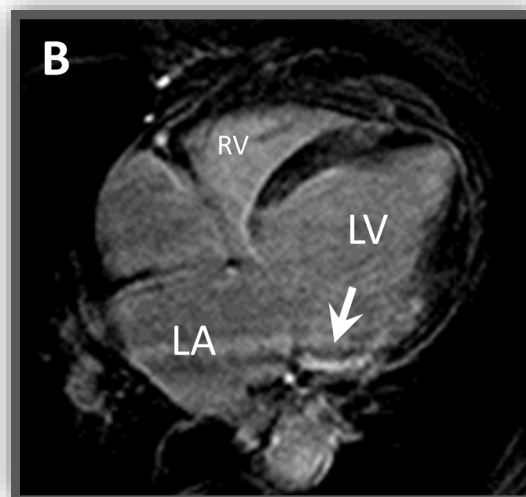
RMN cardiaca. Secuencia de contraste tardío. Realce de contraste segmento basal inferolateral. Plano cuatro cámaras.
